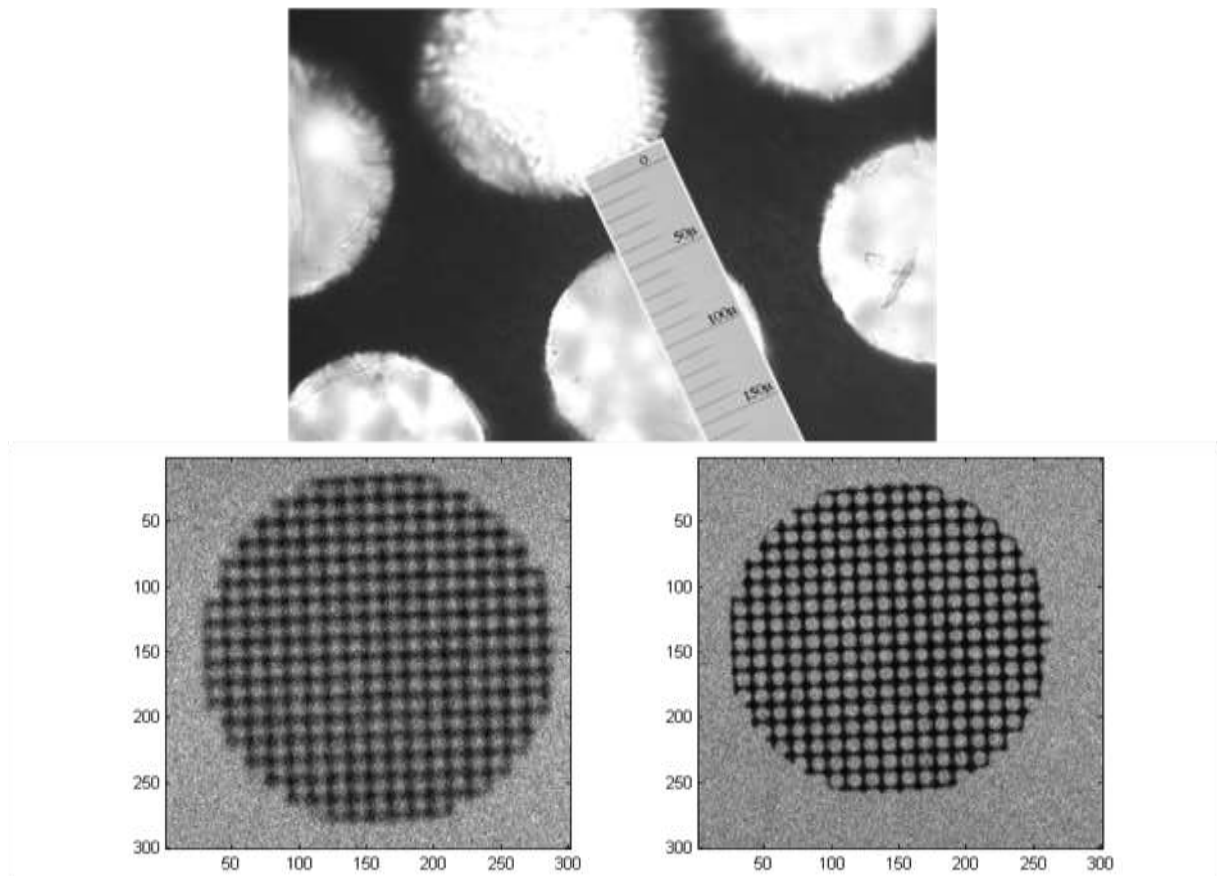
Изображения медной сетки использованной в качестве тест-объекта. Сверху - в оптическом микроскопе, внизу-слева – рентгеновское изображение при соотношении расстояний рентгеновская трубка – образец и образец – детектор равном 20, внизу-справа – рентгеновское изображение при соотношении расстояний рентгеновская трубка – образец и образец – детектор равном 200. Масштаб изображений представлен в каналах детектора. 1 канал соответствует 13 мкм.
